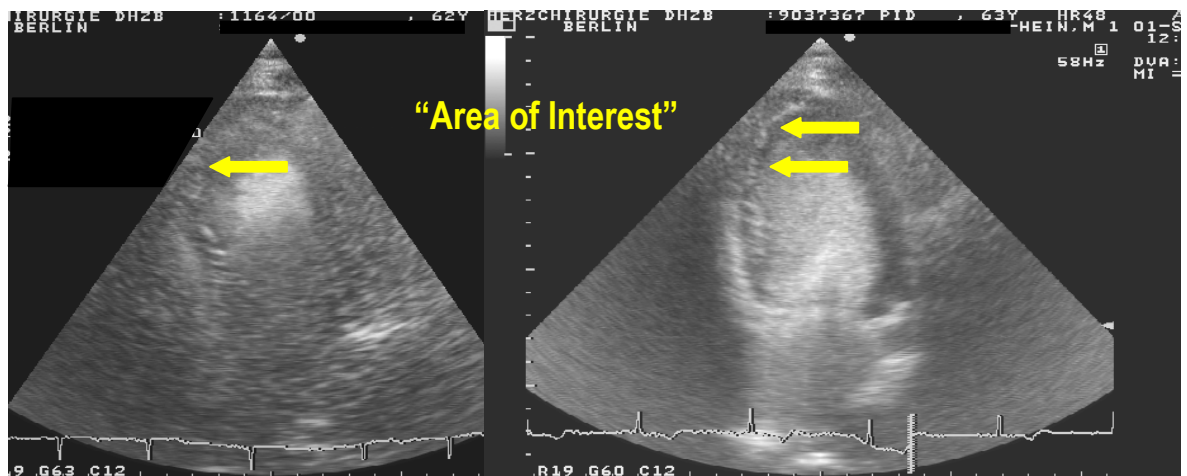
Prä- und postoperative kontrastechokardiographische Darstellung der „Area of Interest“. Deutlich ist die stärkere Kontrastierung (Doppelpfeil) auf der rechten Seite in dem postoperativen Ultraschallbild zu erkennen (linke Seite: präoperative Untersuchung).
